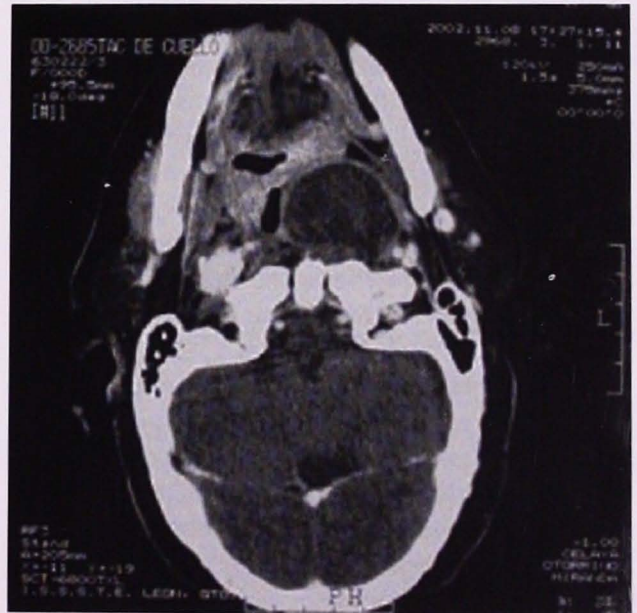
La tomografía computada con contraste a nivel de espacio parafaríngeo mostró una masa hipodensa en el lado izquierdo, con desplazamiento de estructuras circundantes, independiente de parótida, sin intensificación del reborde periférico, ni reforzamiento vascular.
